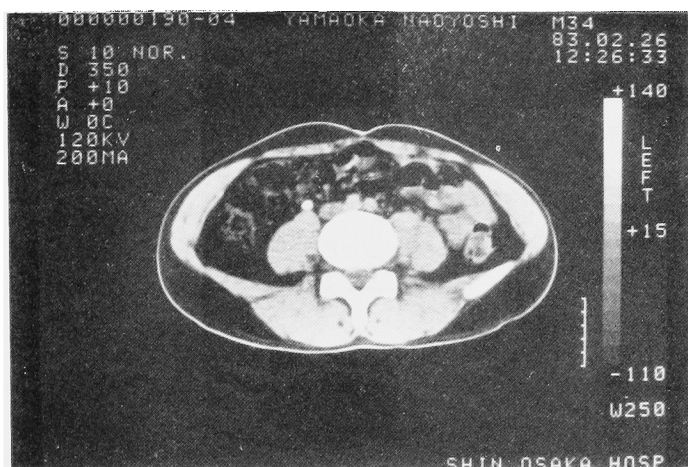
Plain CT film demonstrates high density shadow in the right ureter.
